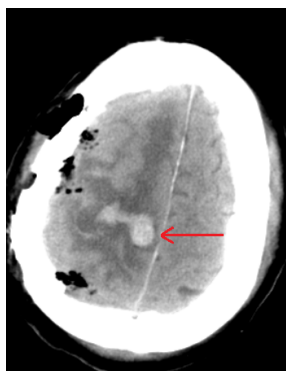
Контрольне, післяопераційне СКТ головного мозку на 1 добу після операції демонструє набряк головного мозку в правій лобовій частці із зоною геморагічної трансформації (червона стрілка), як наслідок венозного інфаркту.
